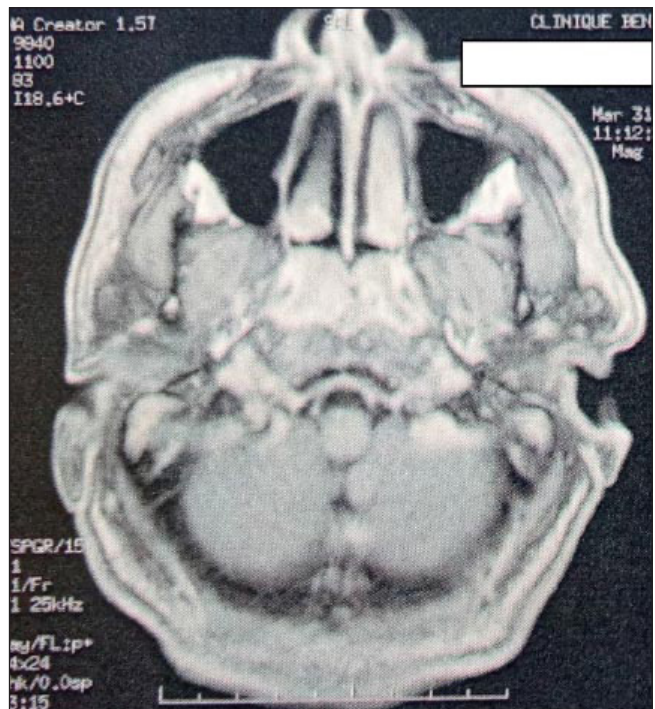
IRM coupe axiale T1 avec injection-tumeur du nasopharynx prenant le contraste de façon homogène.
